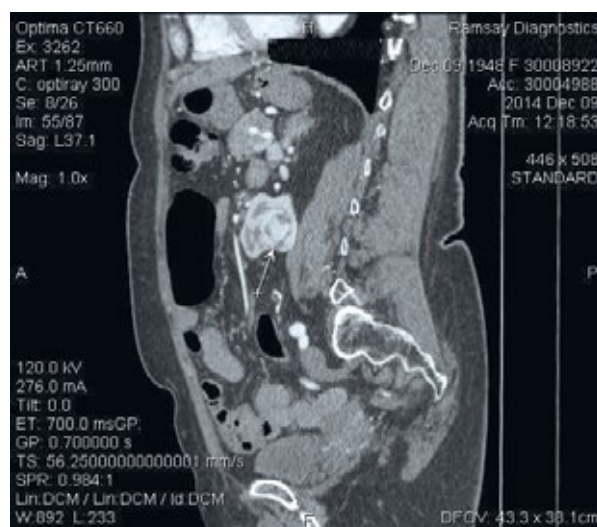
КТ-картина опухоли подковообразной почки у больной Б., 66 лет (сагитальная проекция).
